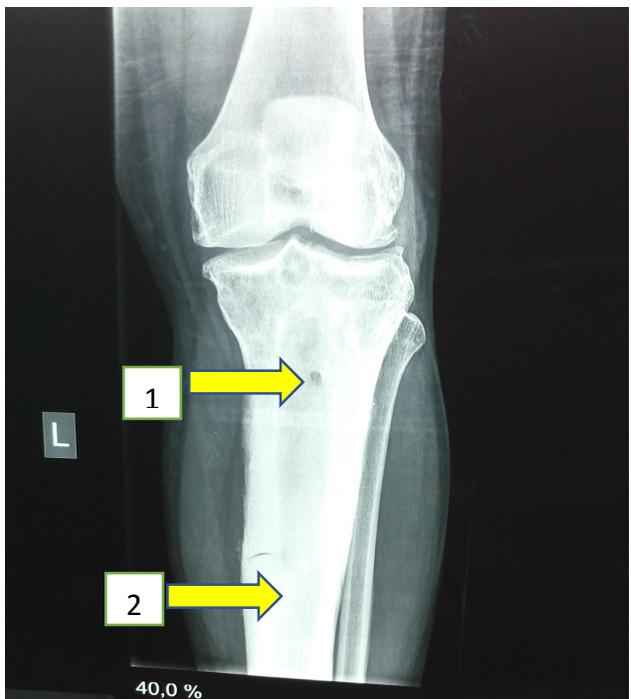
Radiographie osseuse de la Jambe gauche
